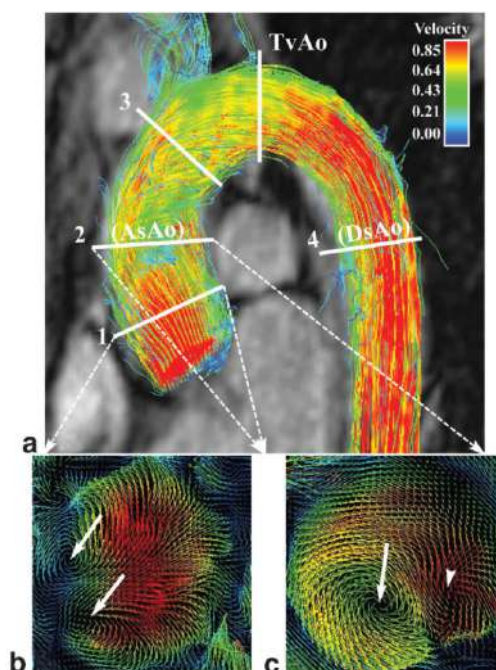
Escoamento helicoidal em indivíduos saudáveis obtido através de uma ressonância magnética. Retirado de [45].
